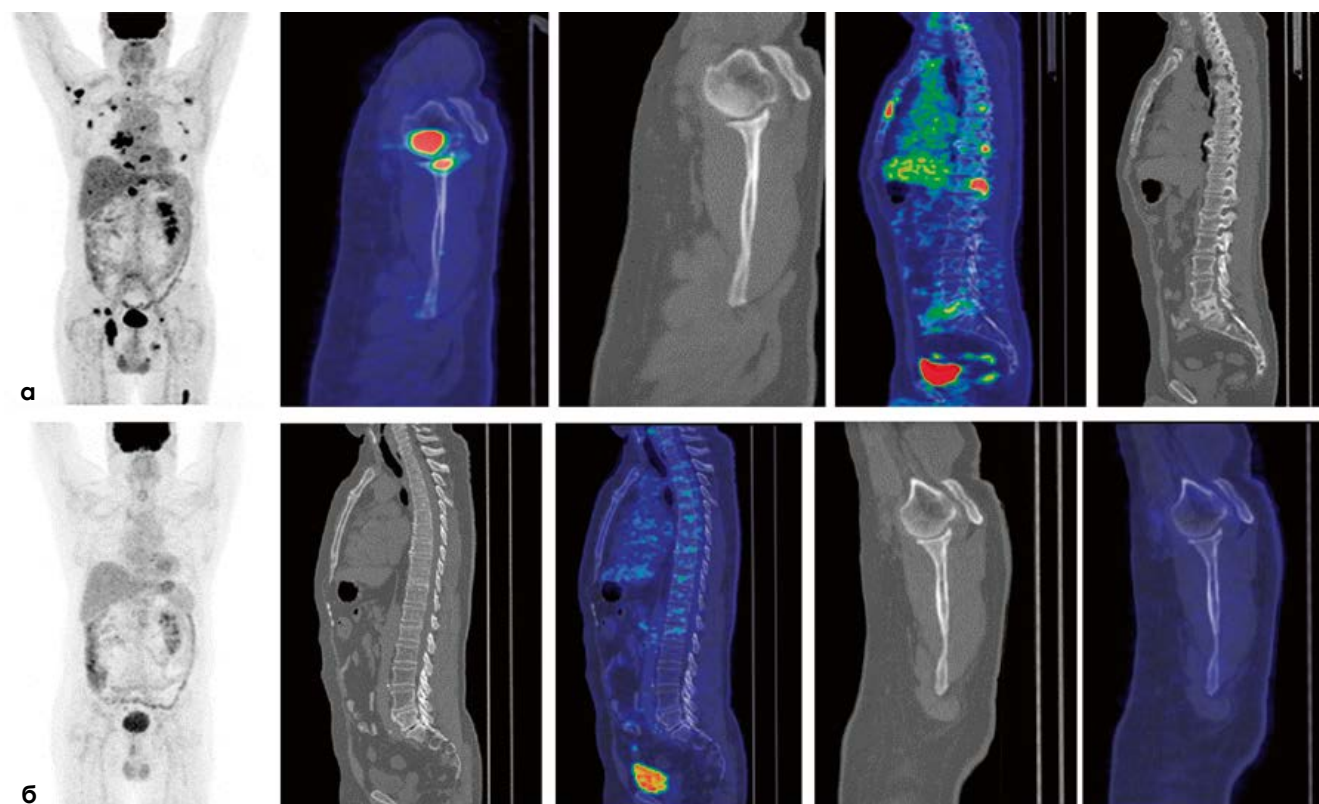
Пациент С., 59 лет. Очаговое поражение правой плечевой кости и шейки лопатки без структурных изменений на КТ, SUV_{max} – 21. а – до лечения, б – после лечения.
